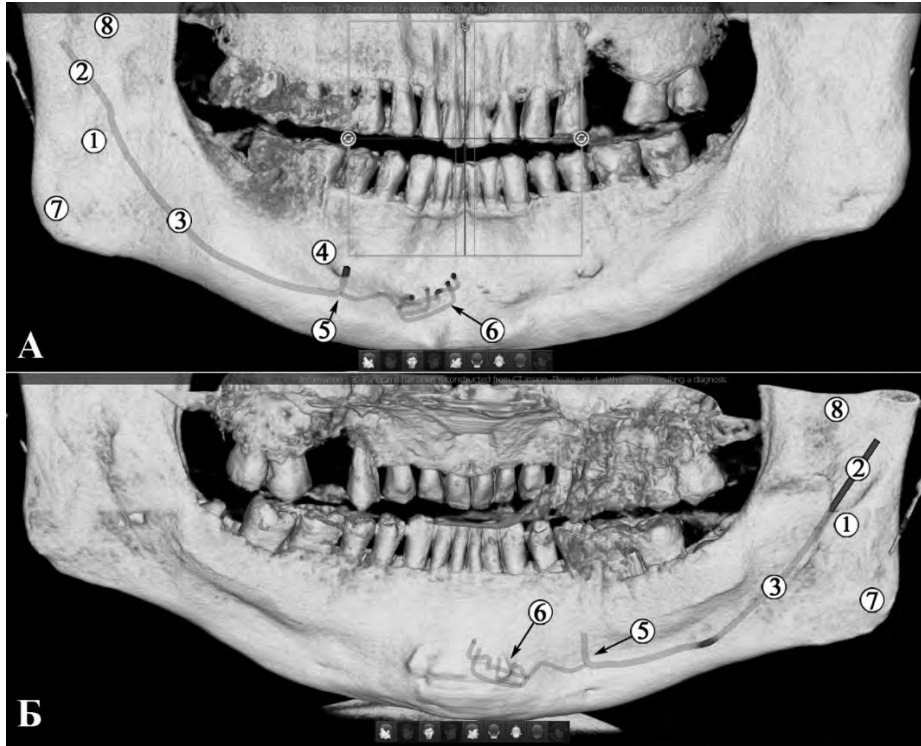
Конусно-променева комп'ютерна томограма з реконструкцією правого НКН чоловіка 54 років. А – зовнішня проєкція; Б – внутрішня проєкція: 1 – отвір НЩ; 2 – позаканальний відділ НКН; 3 – внутрішньоканальний відділ НКН; 4 – підборідний отвір; 5 – підборідний відділ НКН; 6 – різцевий відділ НКН; 7 – кут НЩ; 8 – гілка НЩ
